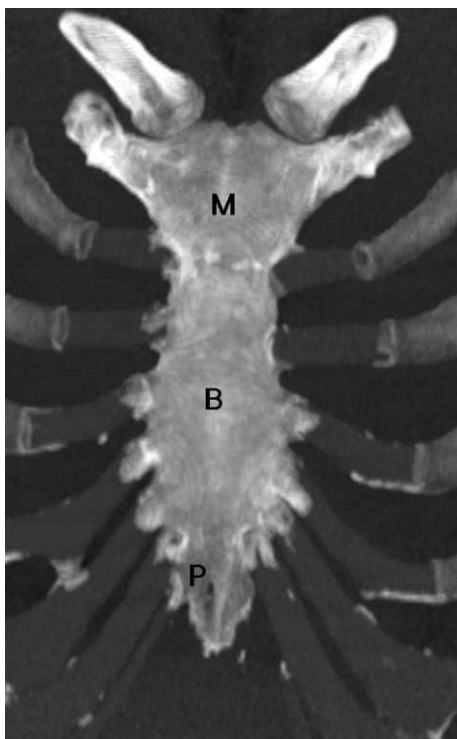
All fusion of sternal manubrium, body and xiphoid process in a 48-year-old man. Coronal CT image using slab MIP technique shows all fusion between manubrium (M), sternal body (B) and xiphoid process (P).
